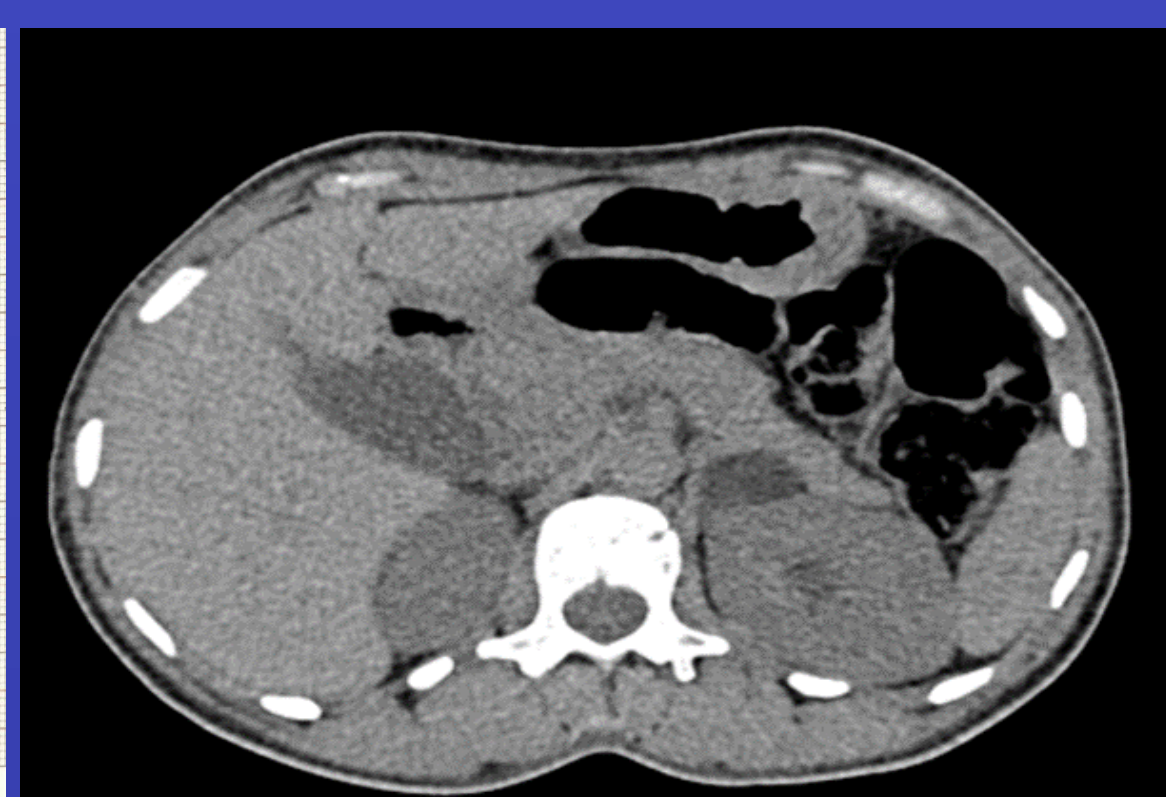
TDM abdominale montrant l'adénome de la surrenale gauche
